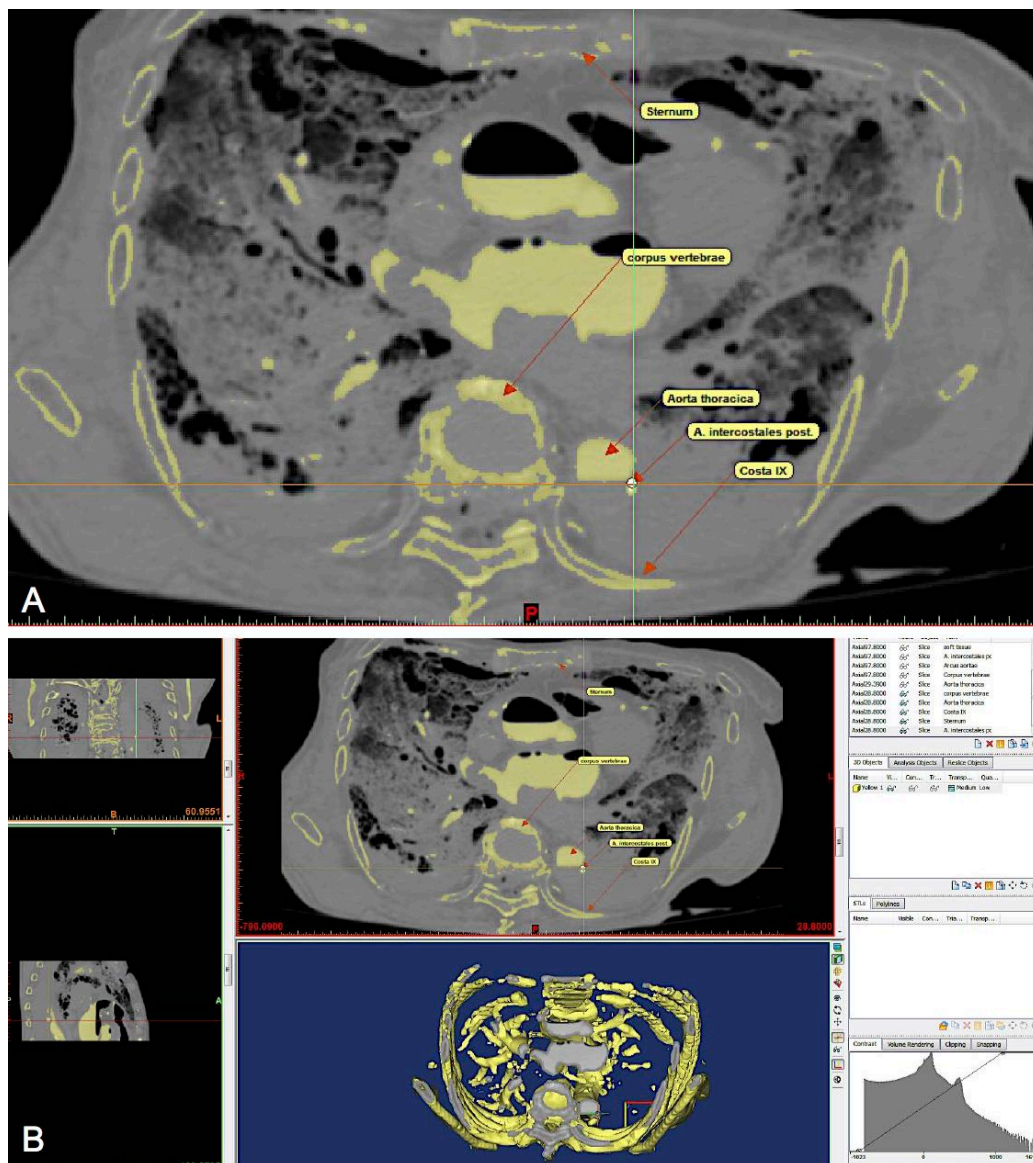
Segmentierung des knöchernen Thorax einer 83 jährigen Thiel-fixierten Körperspenderin nach Kontrastmittel-CT. Bild (A) zeigt die gelb markierten Pixel, die in dem zuvor ausgewählten Grenzbereich für Knochengewebe fallen, dabei sind auch die mit einem Kontrastmittel gefüllten Arterien, wie die Aorta thoracica und die A. intercostalis post., gelb markiert (rote Pfeile). Basierend auf dieser Auswahl von Pixel berechnet Mimics® ein 3D-Modell des Thorax (B unten rechts).
